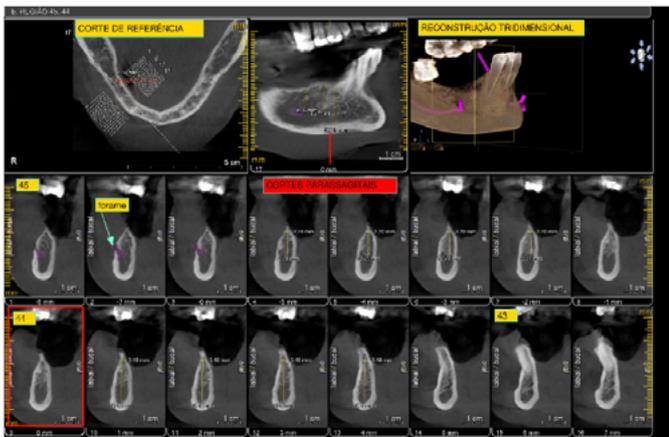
Tomografia computadorizada da região do 44 e 45.
